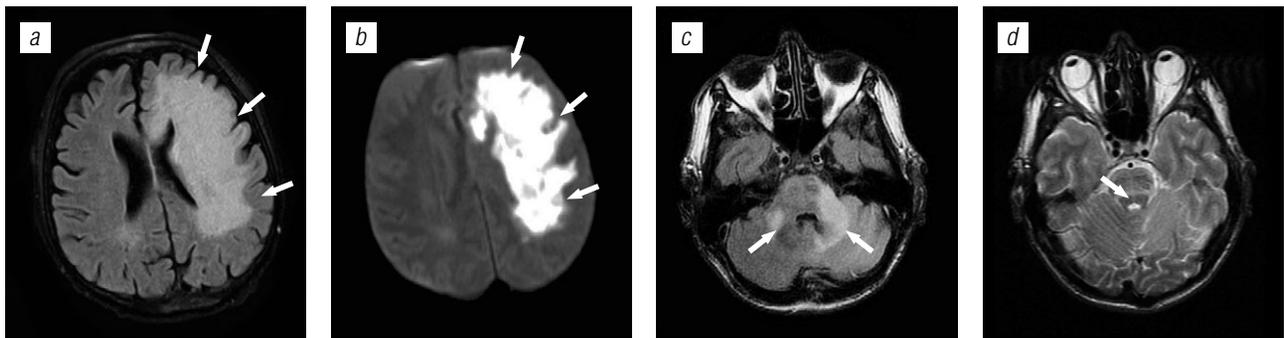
Вирус Эпштейна – Барр – энцефалит: *a, b* — T2 ВИ; *c* — FLAIR; *d* — T1 ВИ с контрастированием
